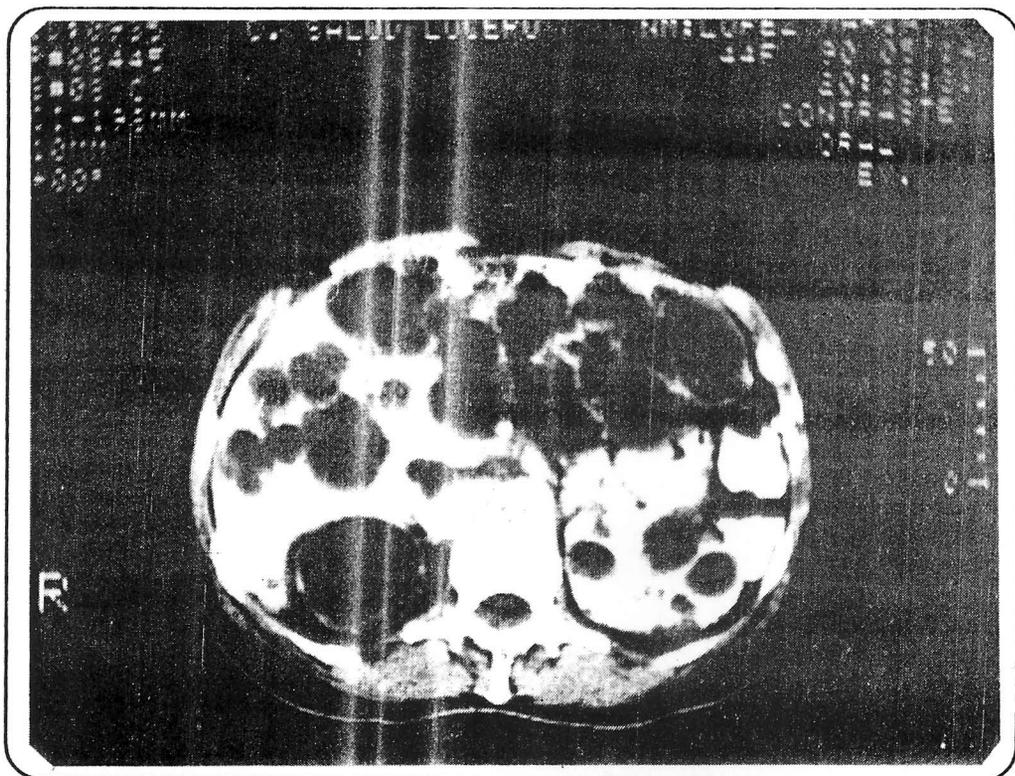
Tomografía Axial Computada, en la que se observa una imagen típica de los quistes múltiples hepáticos y renales.
